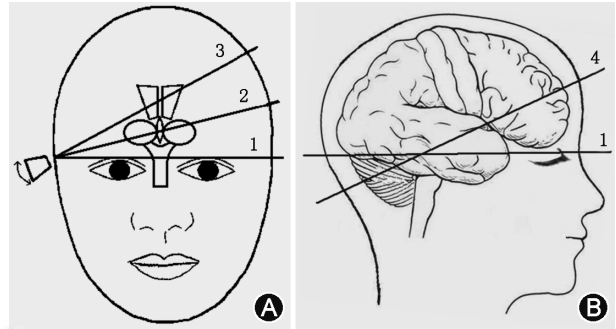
经颅脑实质超声的探测平面。A. 三条线分别为 1 中脑平面; 2 第三脑室丘脑平面; 3 侧脑室平面。B. 两条线分别为 1 中脑平面; 4 后颅凹小脑平面
